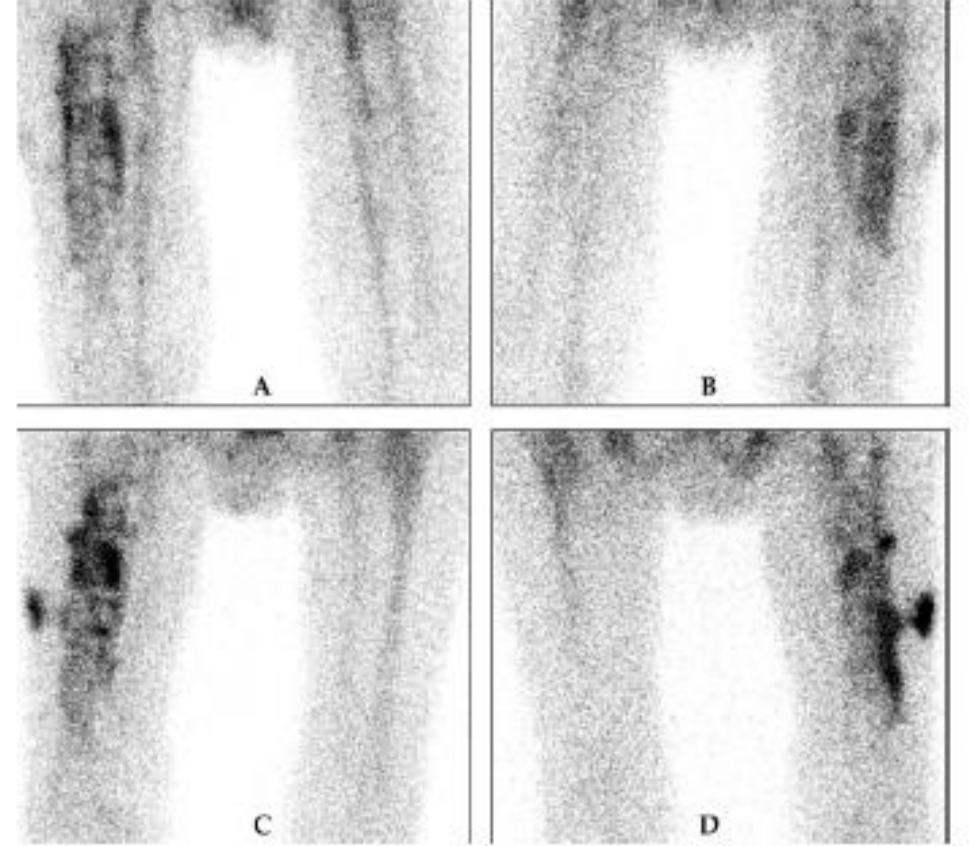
Example of ^{99m}Tc -hexamethylene-propyleneamine oxime (HMPAO)-WBC scintigraphy in a patient with suspected PJI. Upper row: delayed images, (A) anterior and (B) posterior view, and lower row: late images, (C) anterior and (D) posterior view. There is increase in intensity and in size between the delayed and late images, which is very suspicious of a PJI. There is also extension of the infection to the peri-prosthetic soft tissue at the lateral side.
